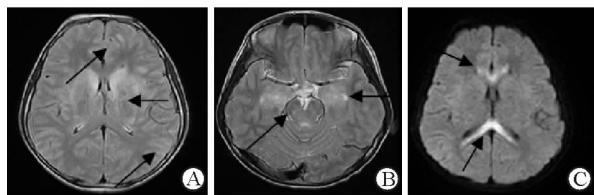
病例 3 头颅磁共振成像(MRI)检查结果
